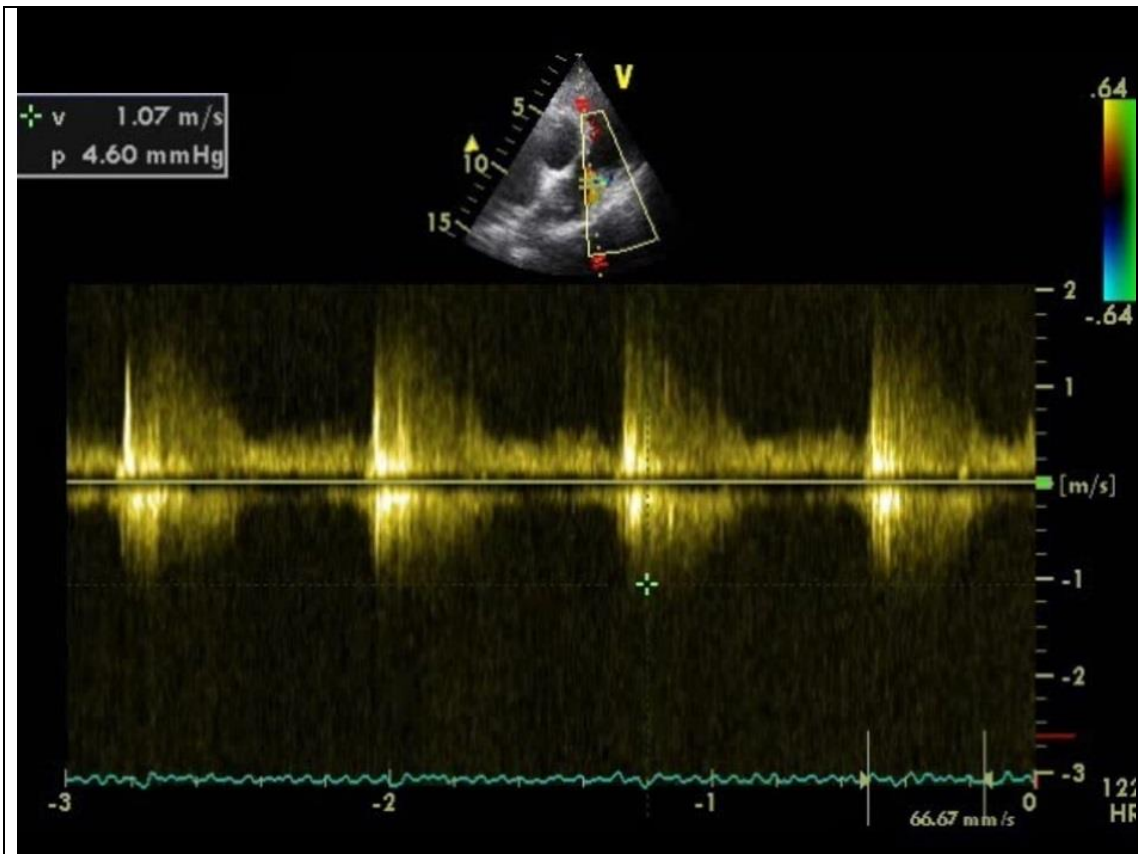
Die echokardiographische Untersuchung nach Implantation der Klappenprothese ergab keinen relevanten Druckgradienten (4,6 mmHg) über der neuen Klappe.
